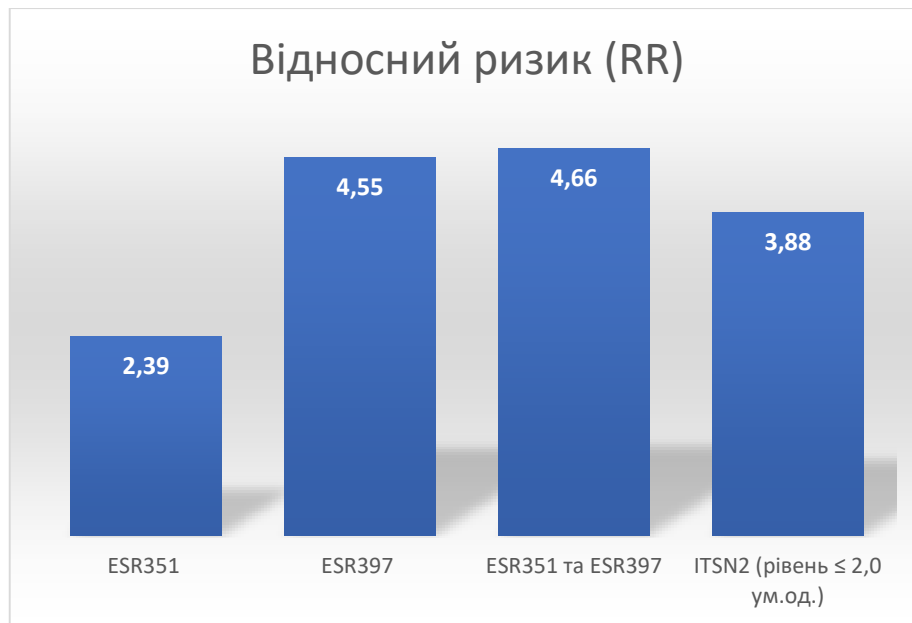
Розподіл хворих з генотипами 351 AG, 351 GG та 397 TC, 397 CC гена *ESR1* (A-351G, T-397C), рівнем експресії ITSN2-S  $\leq 2,0$  залежно від показників відносного ризику раннього прогресування захворювання
